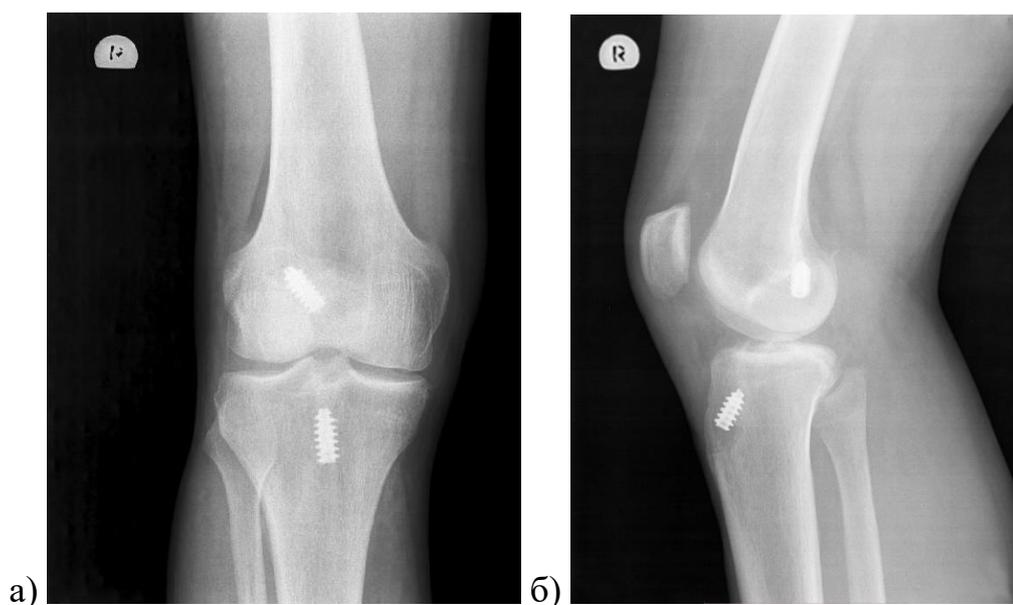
Рентгенограммы правого коленного сустава военнослужащего К., 25 лет (ИБ № 1387), выполненные через 12 мес. после пластики ПКС (ВТВ методика) и субтотальной резекции медиального мениска (субхондральный склероз внутреннего мыщелка большеберцовой кости): а) прямая проекция; б) боковая проекция.
